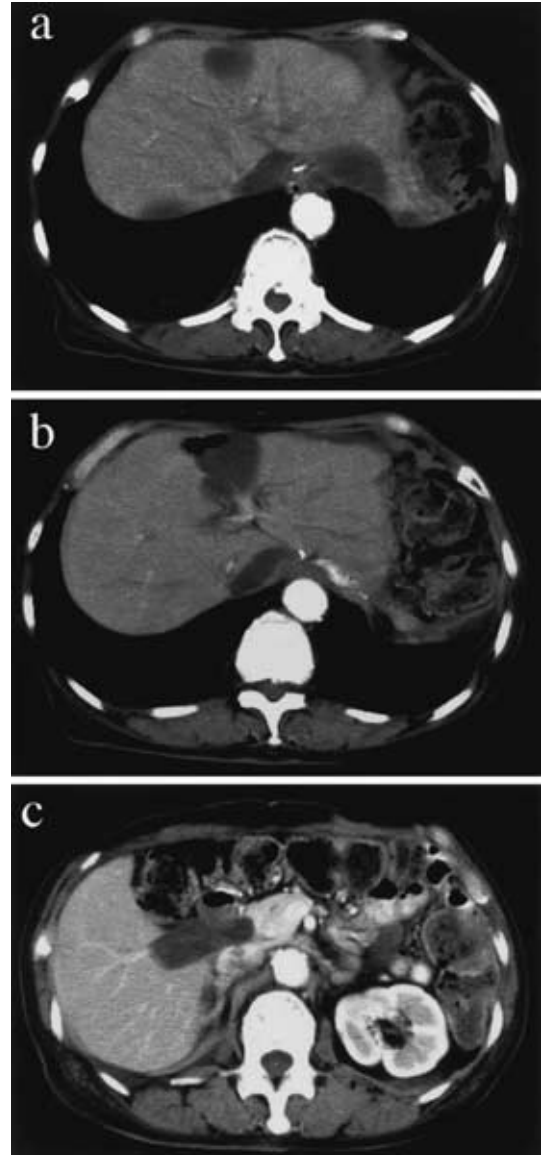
Abdominal enhanced CT on 6 September, 2002 (after the 74 days of imatinib mesylate oral administration) CT scan showed the remarkable reduction of the tumors.
